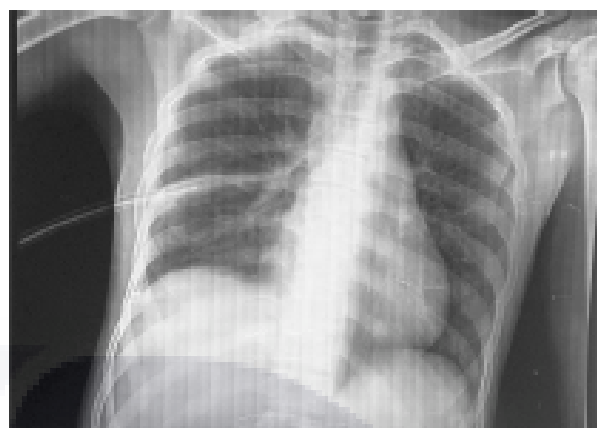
Chest X-ray demonstrated total lung re-expansion after the chest tube insertion. Mild pleural thickening is observed.
